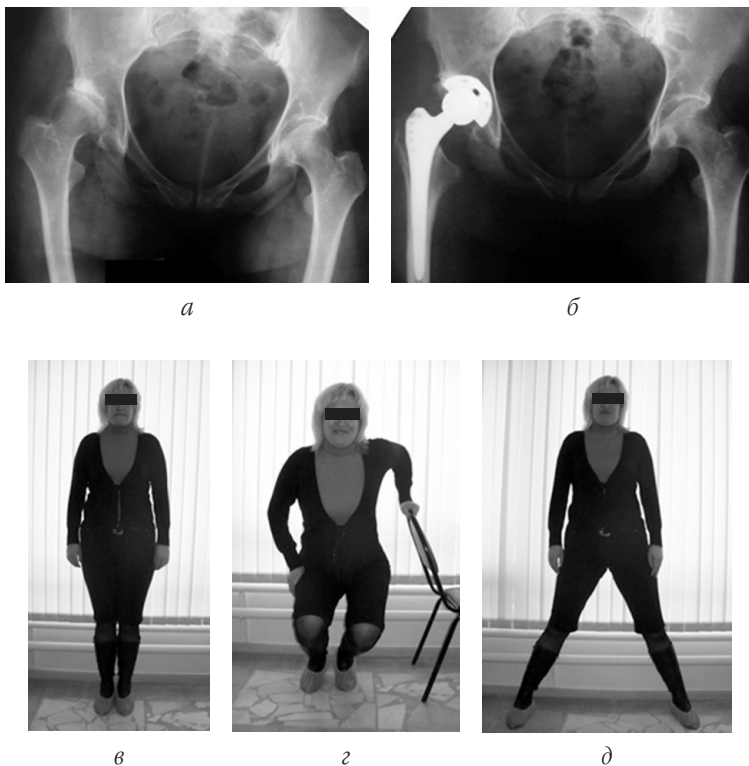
Рентгенограмми и фото б-ной Л, 42 лет:
